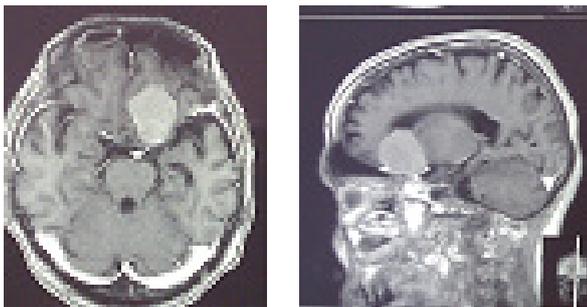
МРТ головного мозга до операции
